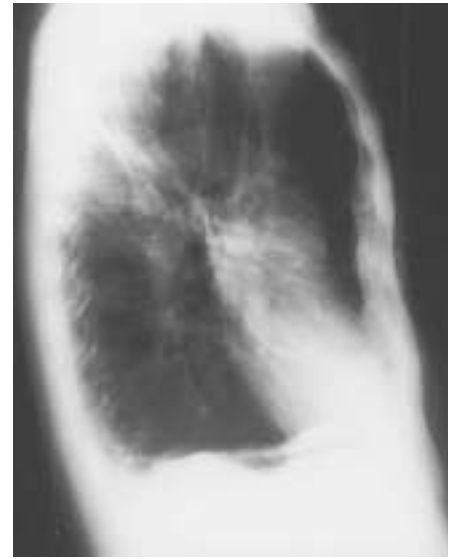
Radiografía PA y Lat. de tórax que muestra hiperinsuflación pulmonar con bullas y tractos fibrosos más evidentes en campos superiores así como una imagen hiperdensa en apariencia cicatricial en lóbulo superior izquierdo
